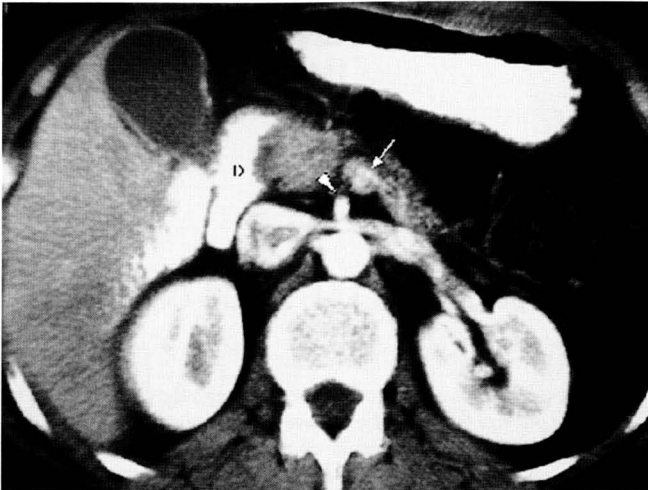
Malrotación intestinal. (A) y (B) Tomografía computarizada con contraste oral e intravenoso mostrando inversión de la arteria mesentérica superior (AMS) (punta de flecha) y la vena mesentérica superior (flecha). La tercera porción duodenal (D) no cruza la línea media entre la aorta y la AMS, localizándose las asas de yeyuno a la derecha.
